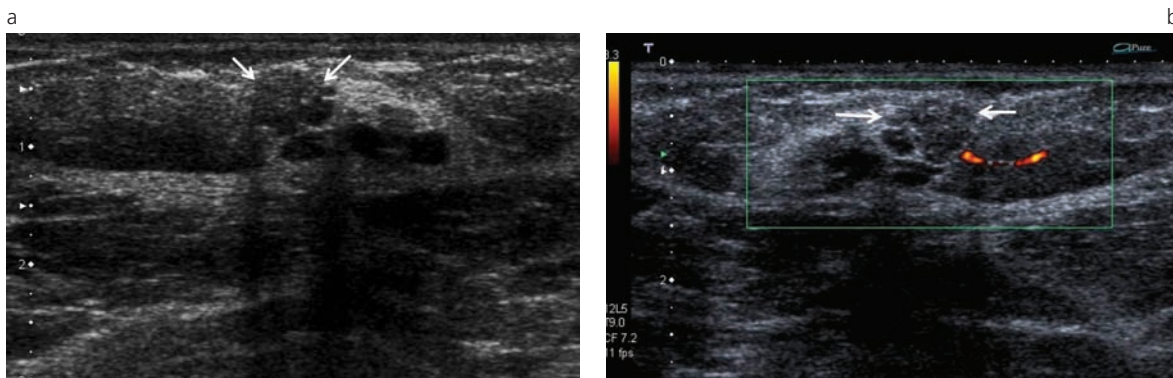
a y b: Imagen de US de seno. Nódulo mamario descrito sin flujo a la valoración Doppler (flechas).
